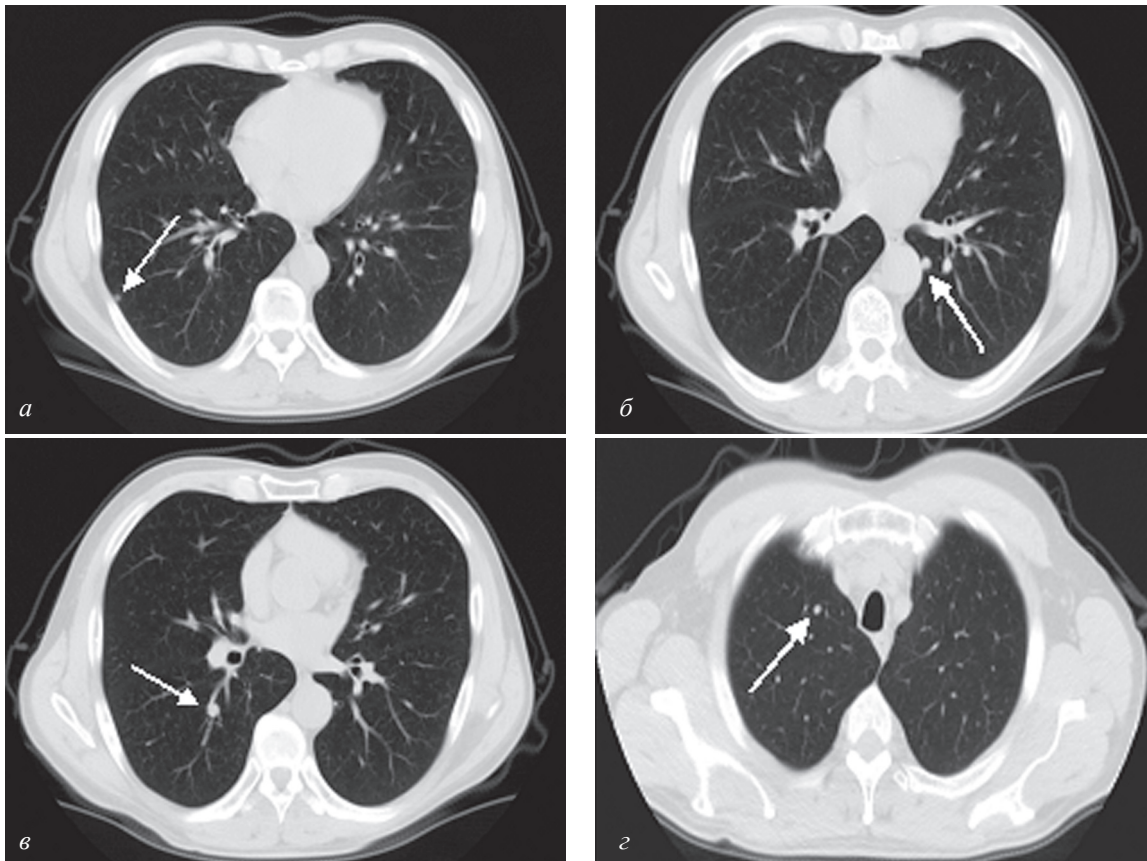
КТ легких через год после лечения: отсутствие динамики объемных образований
